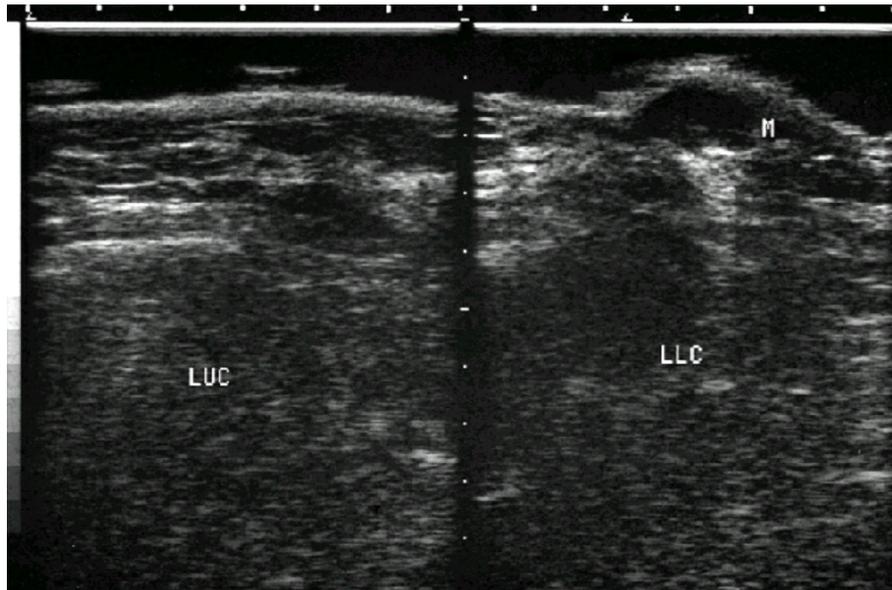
Breast Sonography : Ill demarcated echolucent oval density is noted in left lower medial breast near left nipple.
